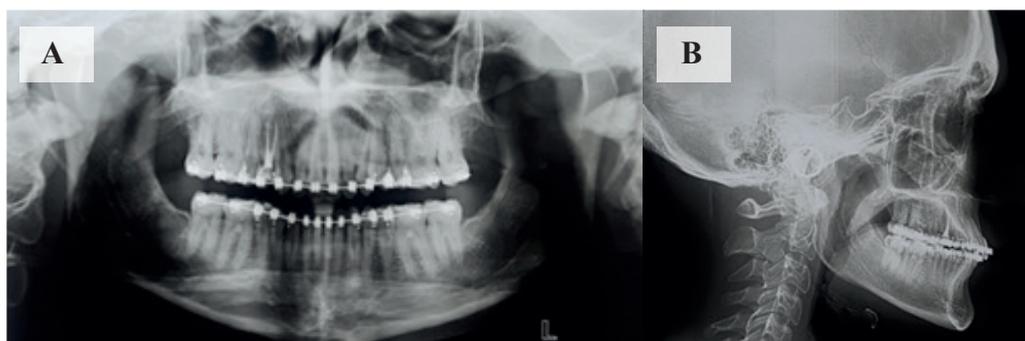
Radiografías finales.
